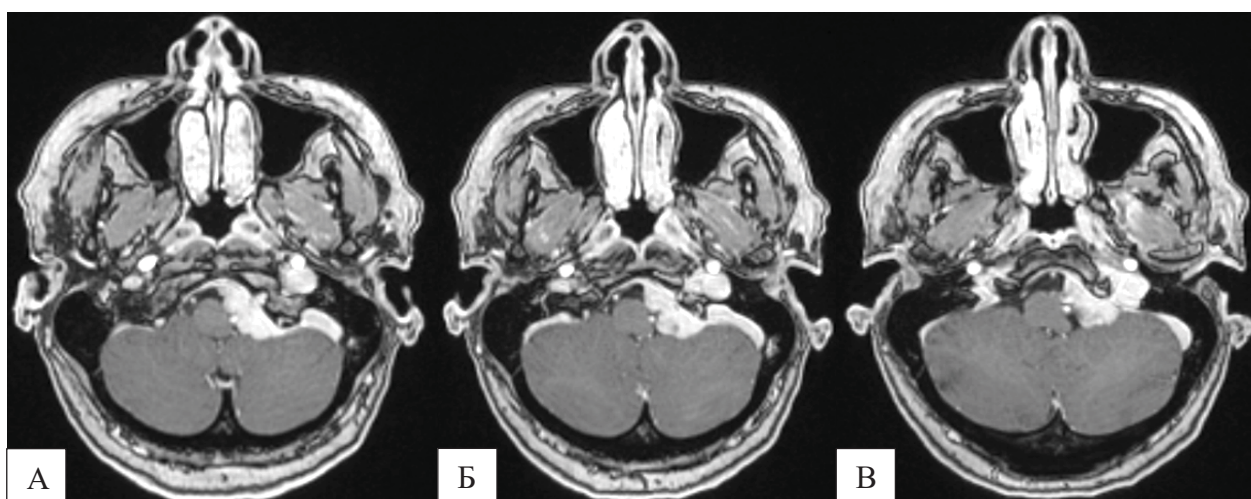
МРТ головного мозга после лучевого лечения, определяется МОКВП слева без признаков продолженного роста: А – через 6 месяцев; Б – 2 года; В – через 3 года, выявляются признаки постлучевых изменений в опухоли: неравномерные края, низкоинтенсивный сигнал в строме менингиомы
